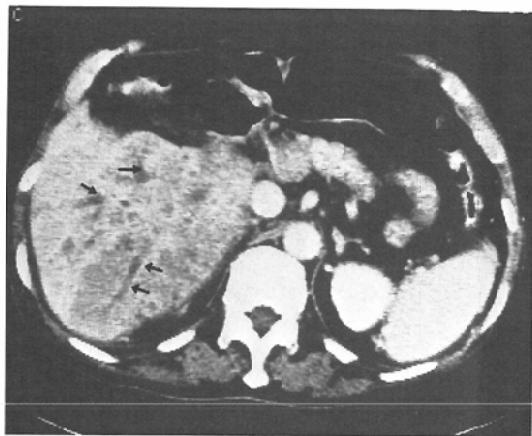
Postcontrast CT scan of more caudad plane than Fig. 3-b shows the thrombosed distal portal vein radicles (arrows).
